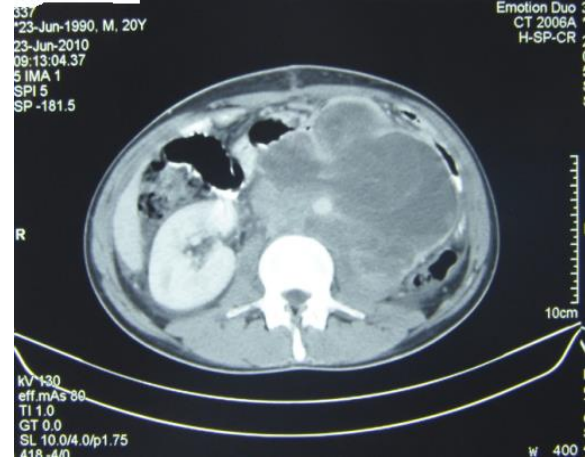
Abdominal computerized tomography taken postoperatively, showed a mass, 13x9 cm in size.
